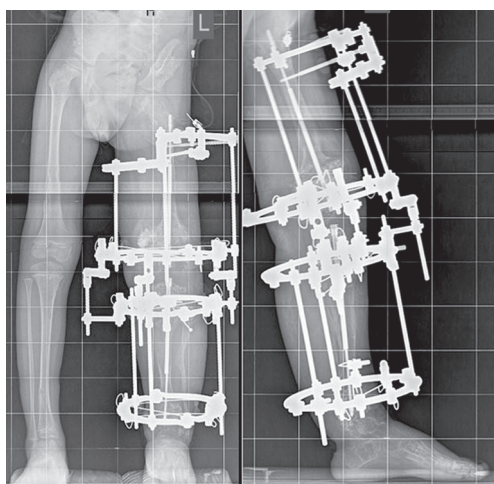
Рентгенограммы нижней конечности, 30 дней периода фиксации
